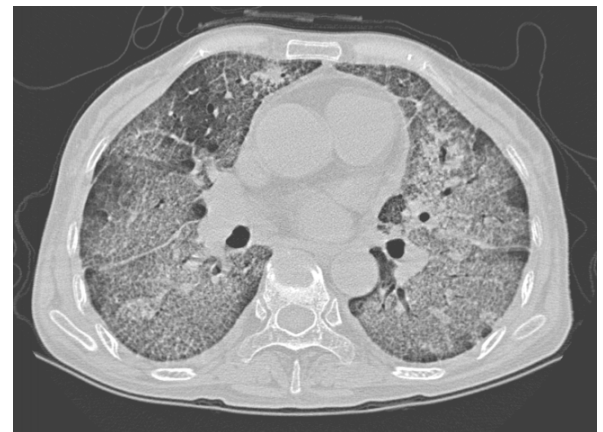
Chest CT scan at hospital day 3 shows diffuse ground-glass opacities in both whole lung field consistent with drug induced interstitial pneumonitis.
